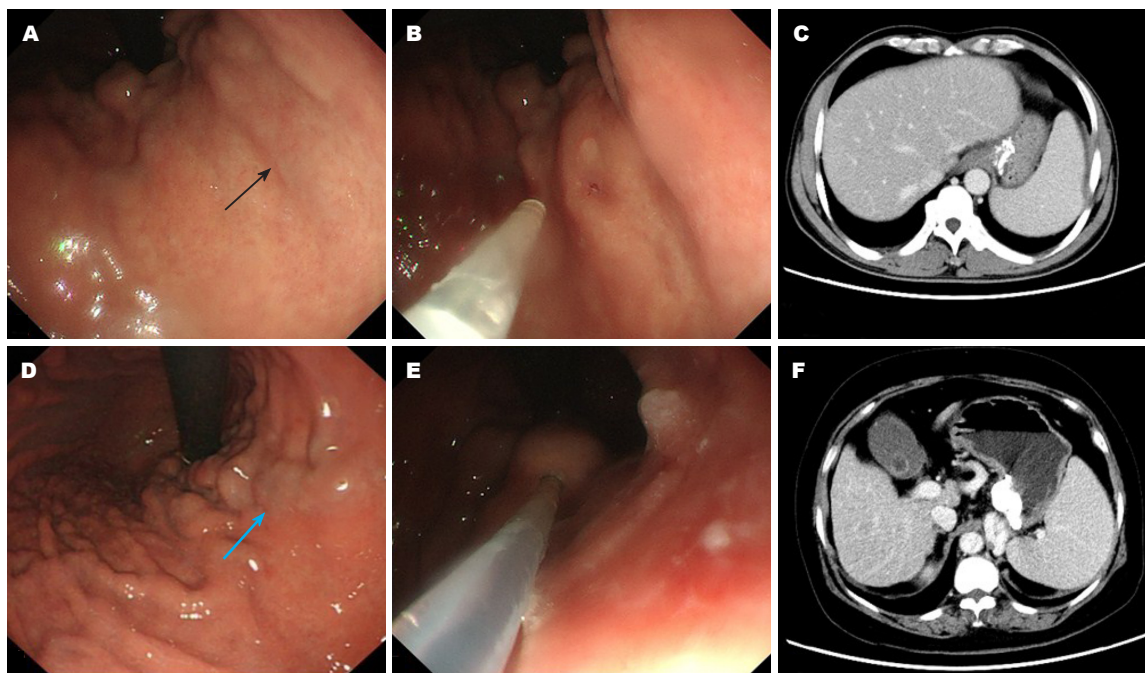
内镜治疗. A: CT门静脉成像(CT portography, CTP)指导治疗组和对照组内镜治疗胃底静脉曲张选择. CTP指导治疗组内镜治疗选择小弯侧隐伏的曲张静脉起始血管, 黑箭头所示; B: 组织胶血管内注射后无出血; C: 治疗后增强CT显示小弯侧残留组织胶较少; D: 对照组内镜选择胃底较明显迂曲静脉, 蓝箭头所示; E: 血管内注射组织胶; F: 治疗后胃小弯处显示较多组织胶.
